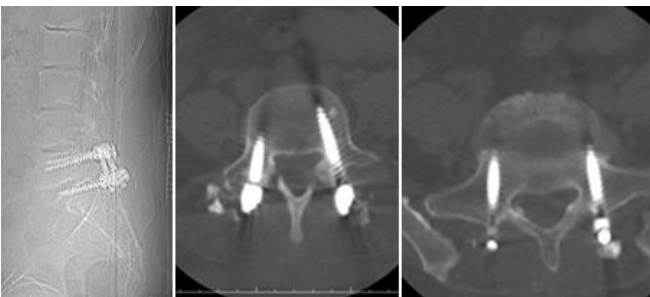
Postoperative lumbar CT examination of the case 1.
